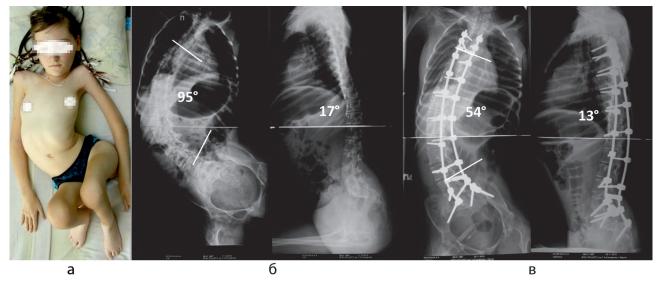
Фото (а) и рентгенограммы (б, в) пациентки 15 лет. Врожденная амиотония Оппенгейма. Нейрогенный прогрессирующий грудопоясничный сколиоз тяжелой степени. Грубый смешанный тетрапарез
